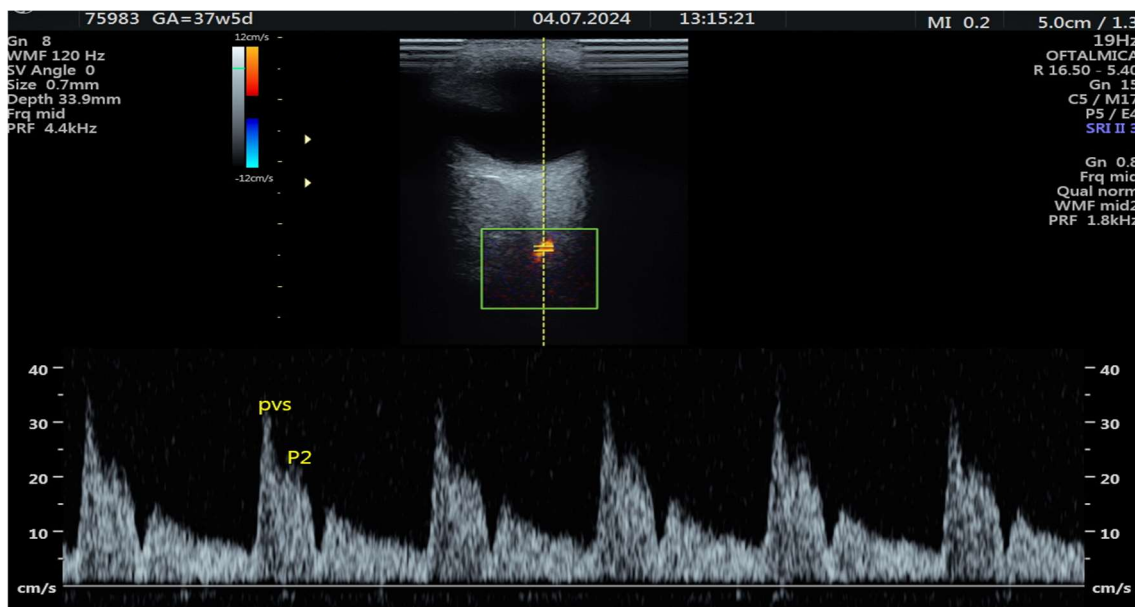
Dopplervelocimetria da artéria oftálmica materna com amostra posicionada a 3,3 cm de profundidade, na face medial ao nervo óptico, ângulo zero, amostra volume de 0,7 mm, PRF de 4,4 KHZ. Onda de velocidade de fluxo com identificação do pico de velocidade sistólico (PVS) e segundo pico de velocidade sistólico (p2).
